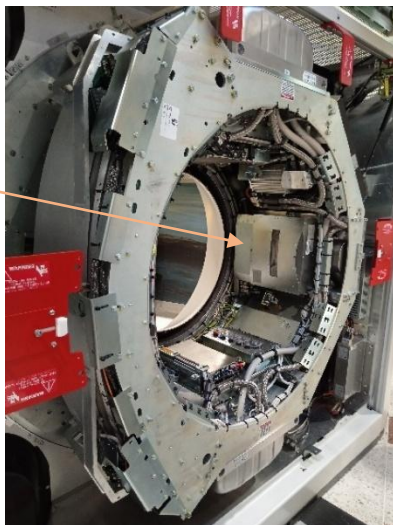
Colimador de un CT, marca Philips, modelo iCT, Servicio de Radiología e Imágenes Médicas del Hospital San Juan de Dios, San José, Costa Rica.
